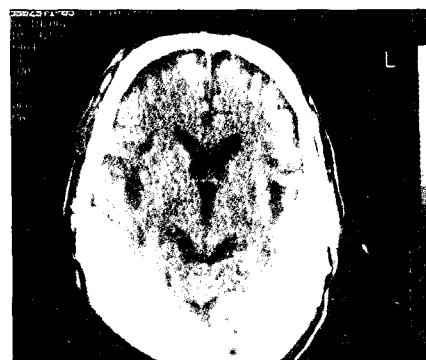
발병 4주 후의 뇌전산화 단층촬영(기저핵 부위)
